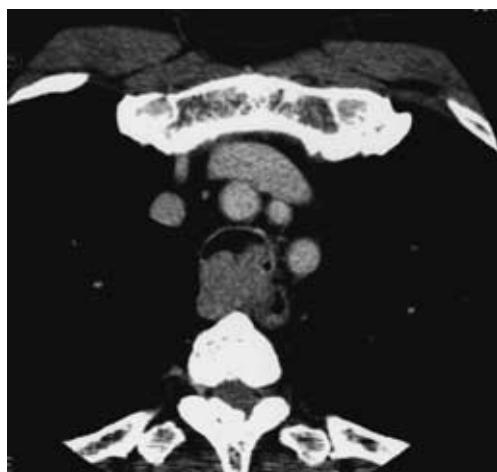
Chest CT on admission showing an intraluminal mass with an irregular margin on the posterior wall of the trachea.
